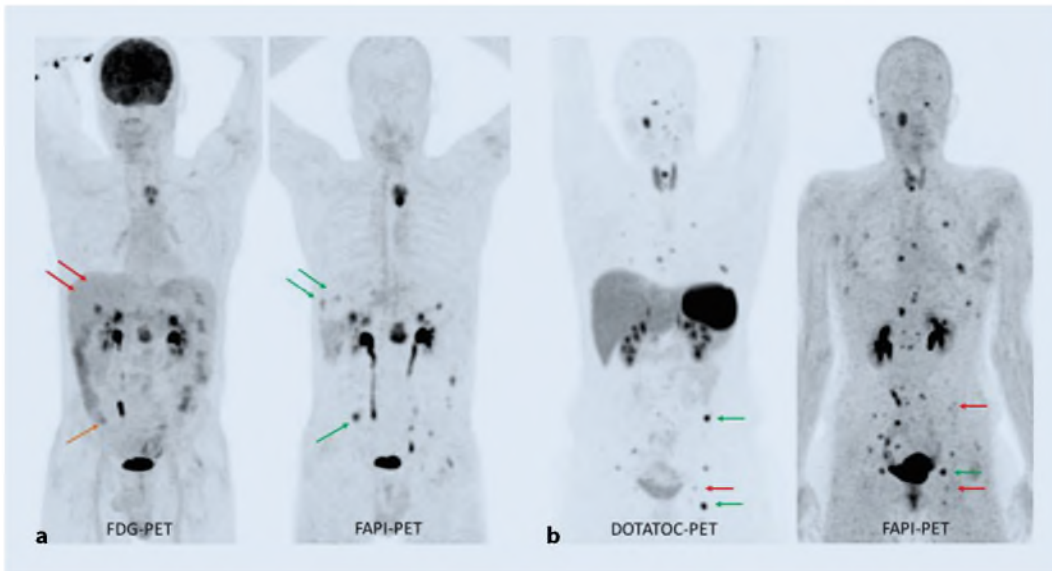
a Ein Patient mit Pankreaskarzinom, der innerhalb von 2 Tagen sowohl eine FDG-PET (links, MIP Maximum-Intensitäts-Projektion) und eine FAPI-PET (rechts) erhalten hat. Aufgrund des geringeren Hintergrunds durch Leber und Darmperistaltik waren mit FDG zwei Lebermetastasen weniger (rote Pfeile) bzw. peritoneale Metastasen nicht eindeutig tumortypisch (orange) abgrenzbar. b Ein Patient mit metastasiertem Paragangliom G2 zum Zeitpunkt zunehmender Progressionsdynamik. Jeweils als MIP dargestellt ist einmal die Somatostatinrezeptor- (links) und einmal die FAPI-PET (rechts). Es zeigt sich ein komplementäres Bild, bei dem gut differenzierte Läsionen sich in der SSR-PET gut kontrastiert (links, grüne Pfeile) und in der FAPI-PET nur flau (rechts, rote Pfeile) darstellen und vice versa mit zunehmender Entdifferenzierung
